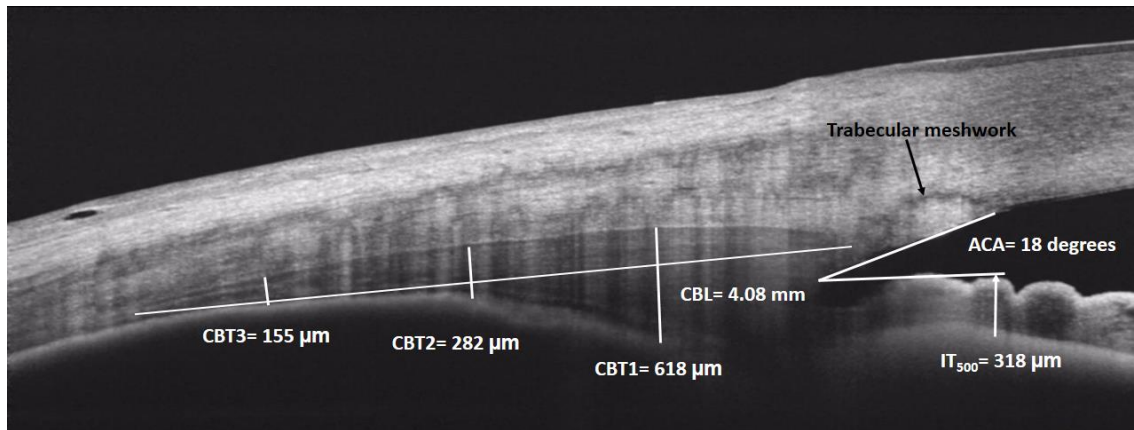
Imagen del cuerpo ciliar obtenida mediante tomografía de coherencia óptica Swept Source (OCT-SS) en con las medidas realizadas. CBL= longitud del cuerpo ciliar; CBT1= grosor del cuerpo ciliar a 1 mm del espolón escleral; CBT2= grosor del cuerpo ciliar a 2 mm del espolón escleral; CBT3= grosor del cuerpo ciliar a 3 mm del espolón escleral; ACA= ángulo de la cámara anterior; IT₅₀₀= grosor iridiano a 500 μm desde el espolón escleral.
